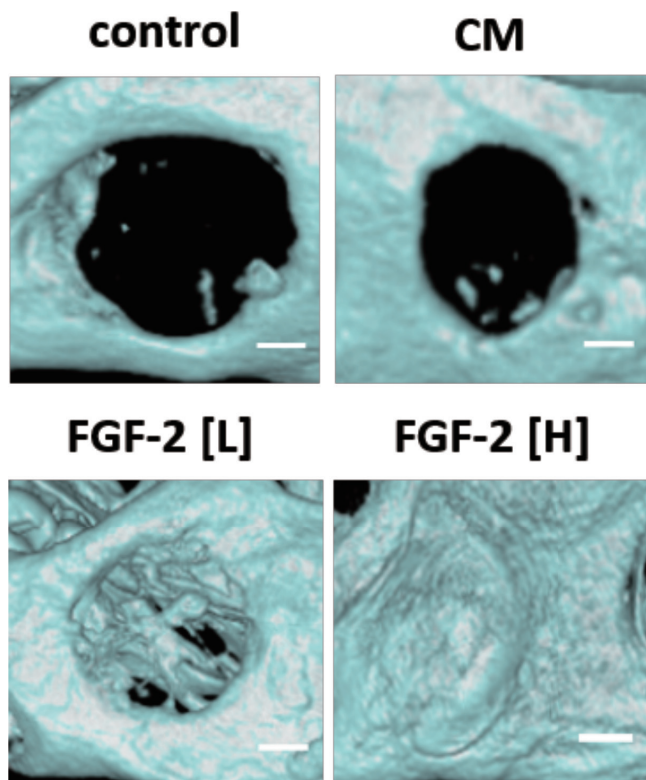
マイクロ CT 像 (bar = 1 mm)
